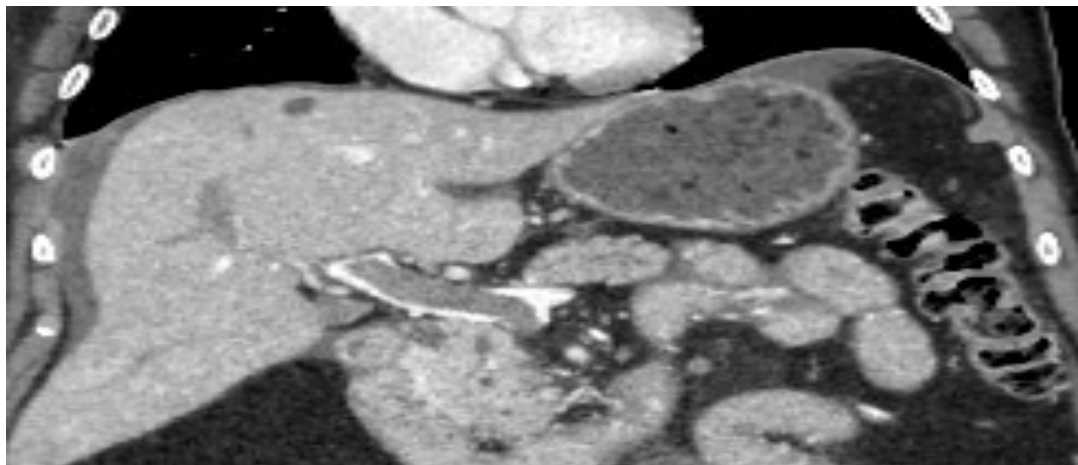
immagine TC di trombosi portale non neoplastica
